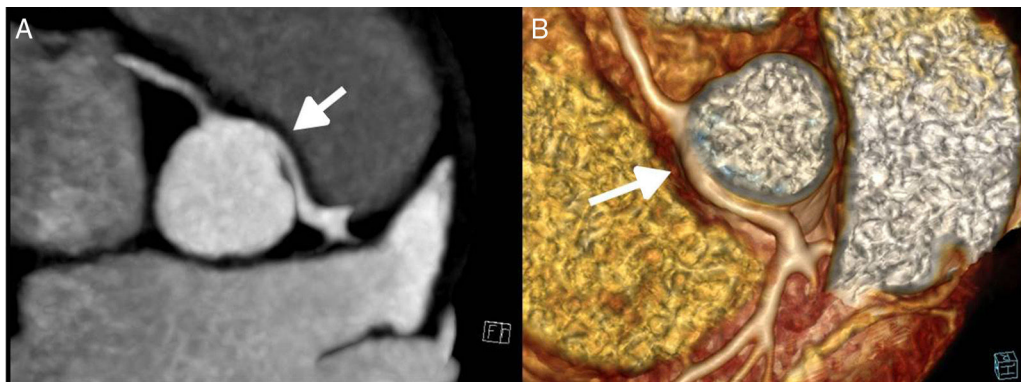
Tomografía computarizada coronaria.
